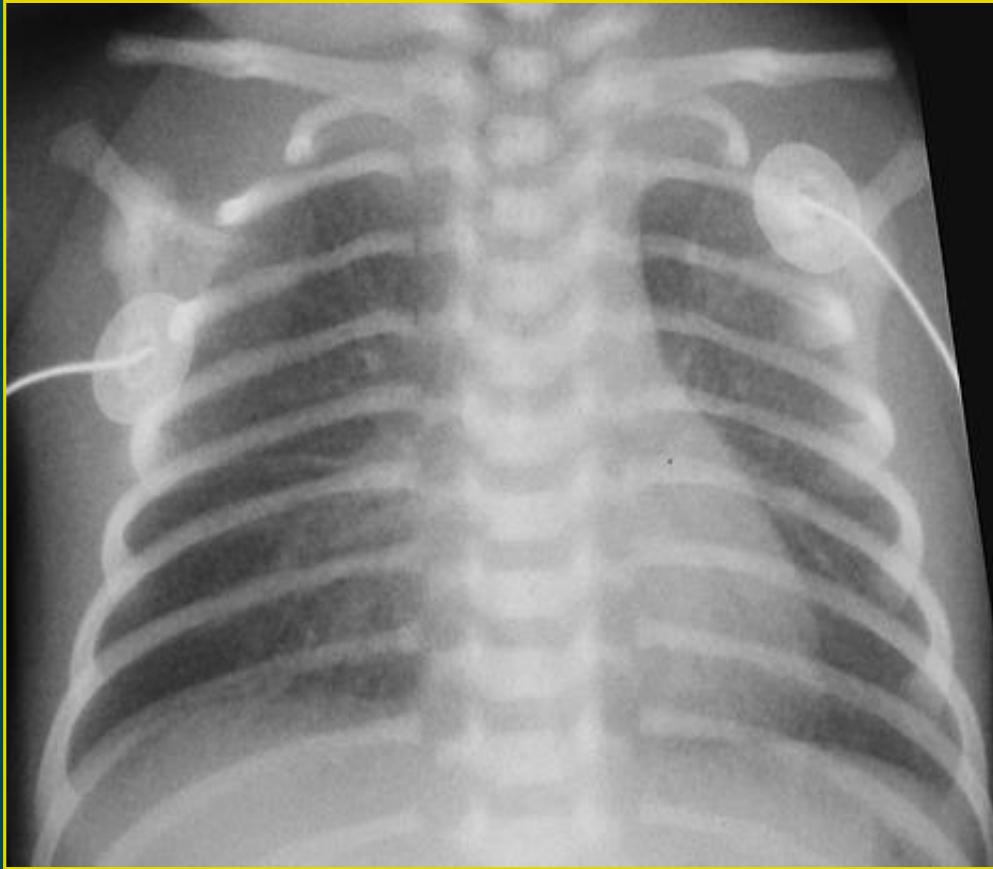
One-day-old newborn infant chest x-ray demonstrating the ductus arteriosus pump (arrow).
